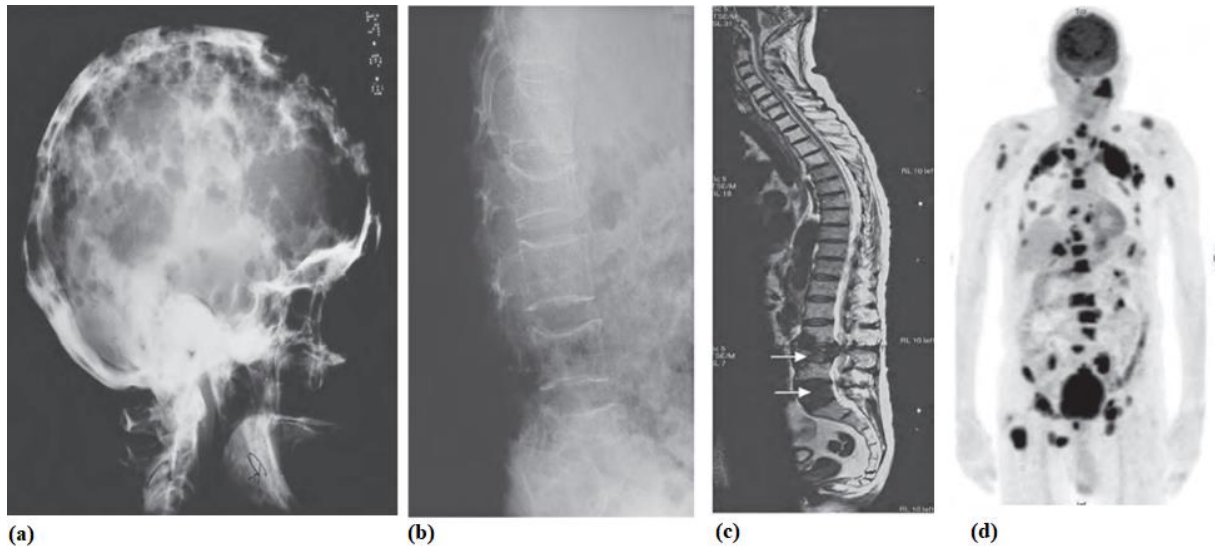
(a) Raio-X do crânio, apresentando múltiplas lesões, que são típicas do mieloma múltiplo; (b) Raio-X da coluna lombar, apresentando uma desmineralização grave com colapso parcial da L3; (c) Imagem da coluna por ressonância magnética. Há infiltração e destruição da L3 e da L5 com proeminência da parte posterior do corpo da L3 no canal espinhal comprimindo a cauda equina; (d) Tomografia por emissão de positrões do mesmo doente, mostrando um extenso envolvimento medular e extramedular. Adaptado de (1).
